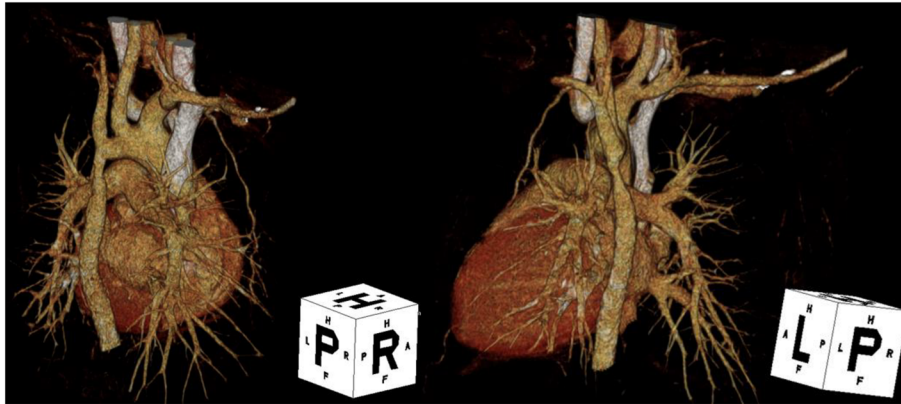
3D-CT revealed recoarctation at the proximal descending thoracic aorta
